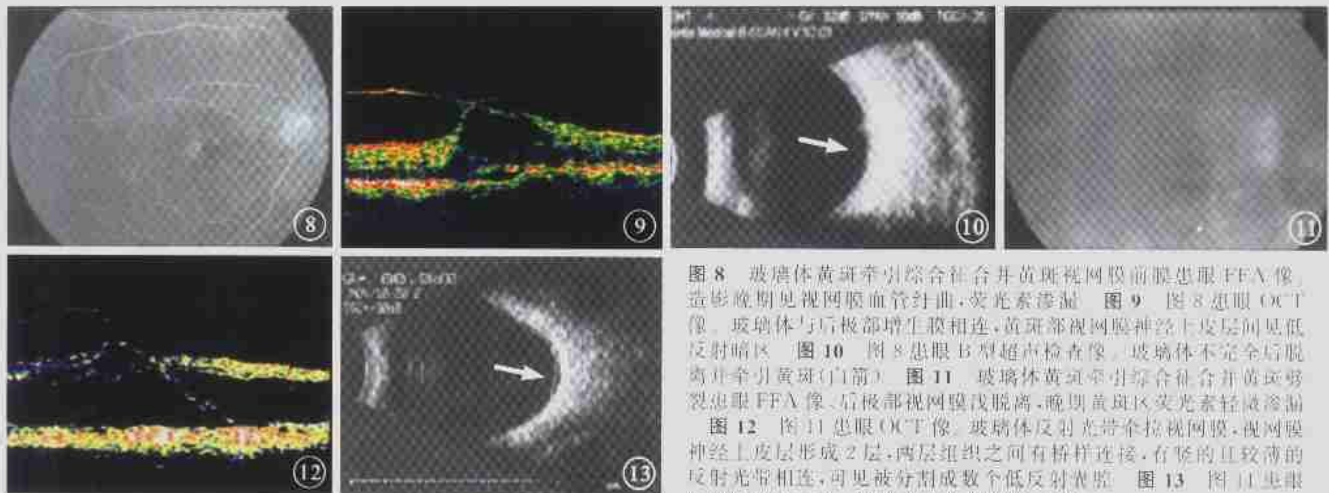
Photograph of FFA of late-stage of an eye with VTS associated with exudation of fluorescein. Fig. 9 Photograph of OCT of the same eye in Fig. 8. Adhesion of posterior vitreous and retina, and intraretinal vesicles. Fig. 10 B-scan ultrasonograph of the same eye in Fig. 9. Incomplete detachment of posterior vitreous and traction of macula (white arrow). Fig. 11 Photograph of FFA of an eye with VTS associated with maculodystrophy. Fig. 12 Photograph of OCT of the same eye in Fig. 11. A cleavage of the retina in two distinct planes, and the two layers were superficially connected with thin walled, vertical palisades, separated by low reflective, cystoid spaces. Fig. 13 B-scan ultrasonograph of the same eye in Fig. 11. Traction of vitreous and retina (white arrow).
